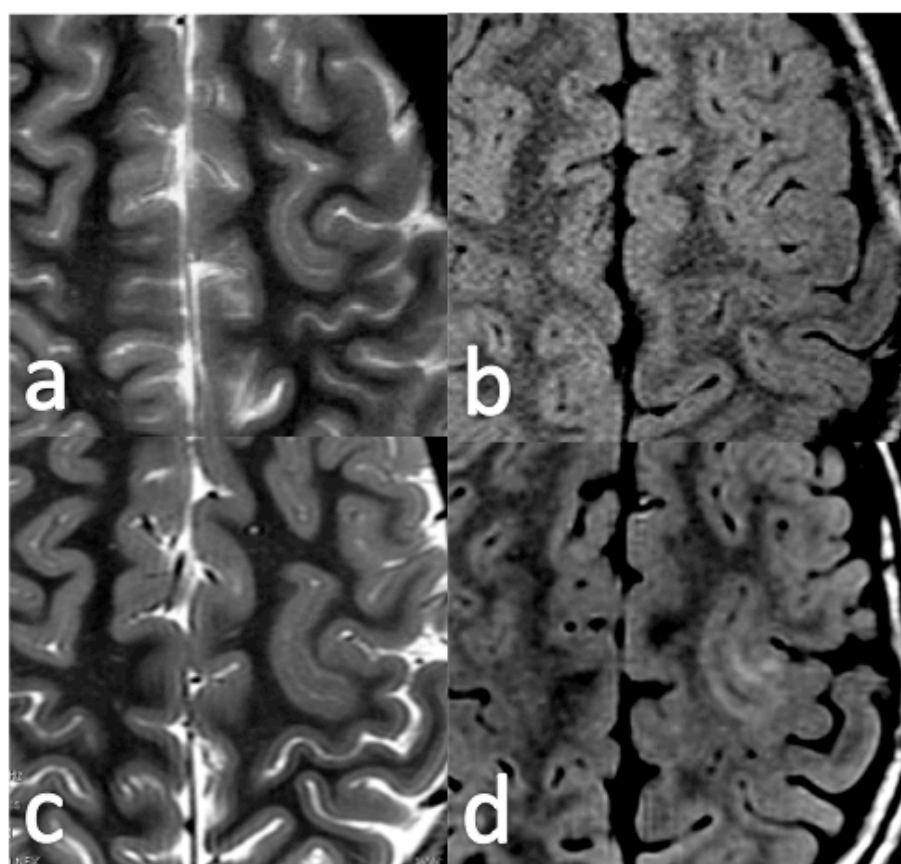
Estudio negativo en 3T con protocolo de epilepsia convencional. Cortes axiales con secuencias T2 (a) y FLAIR (b) en imagen de 3T con protocolo de epilepsia convencional donde no se identifica claramente una pequeña displasia frontal izquierda con cortes de 3 mm. En la fila inferior, el mismo estudio realizado en otro imán de 3T con cortes de 1 mm donde puede observarse, en las secuencias T2 (c) y FLAIR (d) la hiperintensidad yuxtacortical y la borrosidad del margen cortical con mayor claridad.
